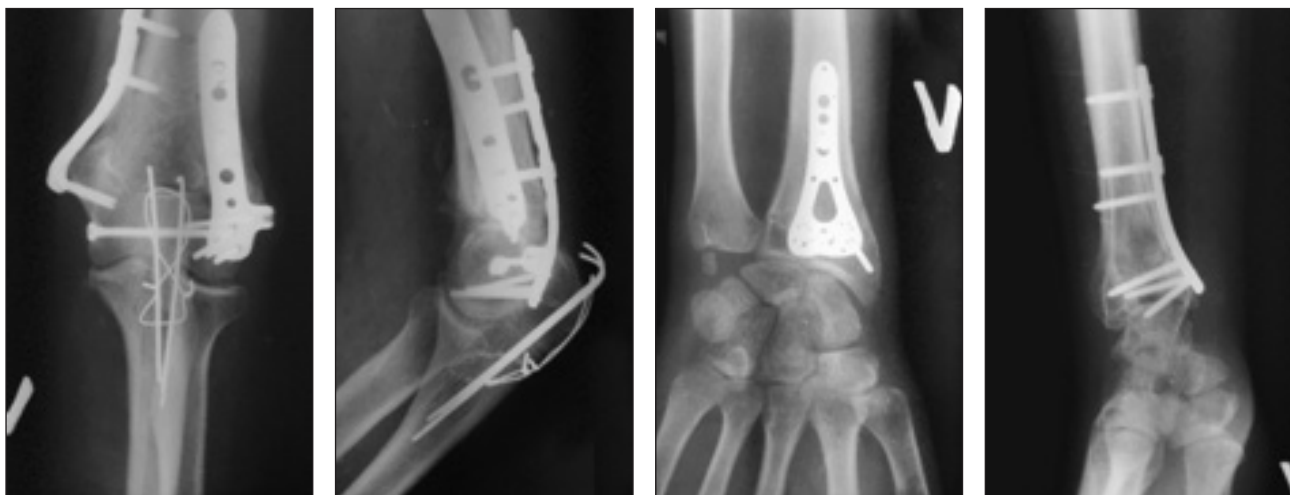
Рентгенограми ліктьового та променево-зап'ясткового суглобів через 6 міс. після другого втручання
